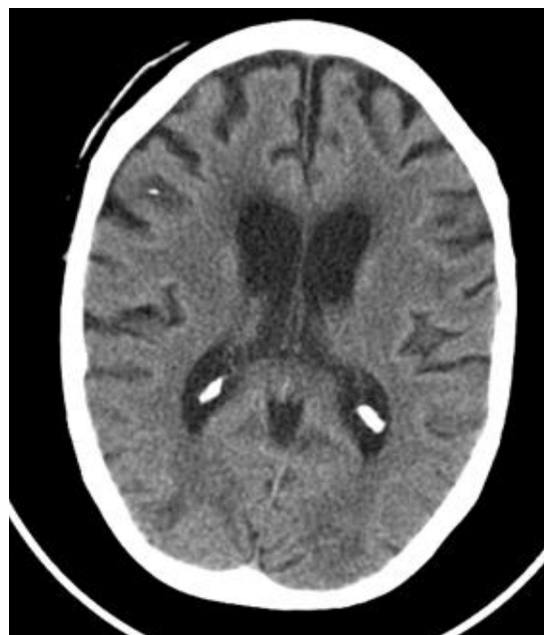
TC craneal control pasados 8 días en el que se observa una práctica resolución de las áreas hipodensas occipitales bilaterales. La evolución favorece el diagnóstico de SEPR.
